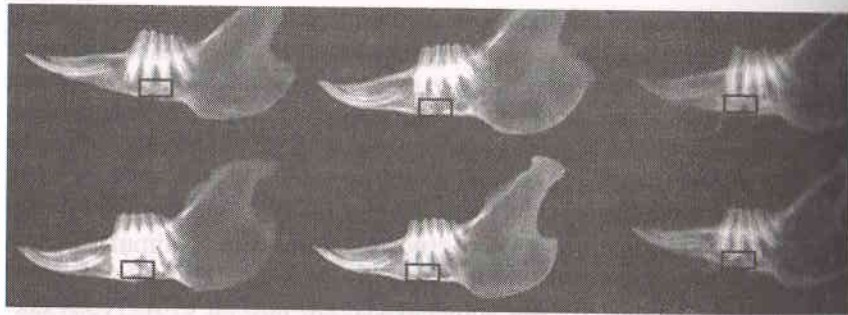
Фотография рентгенограмм нижней челюсти кролика через 1 месяц после резекции и установки на зону дефекта имплантата без электретенного заряда
